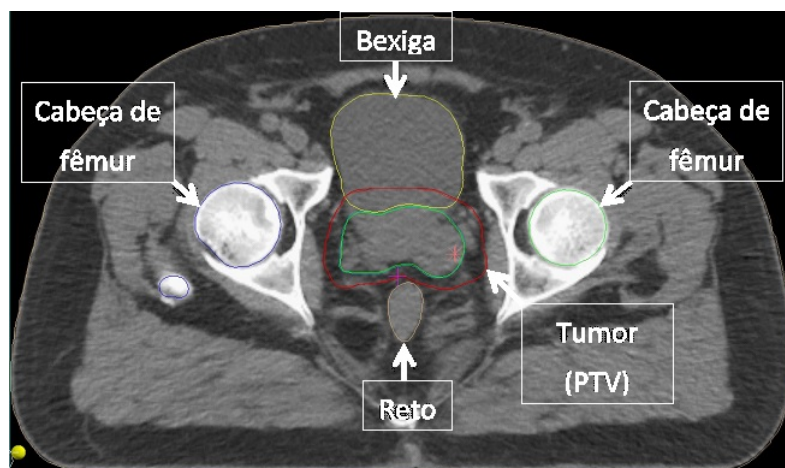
Imagem de tomografia utilizada no Caso 1.
